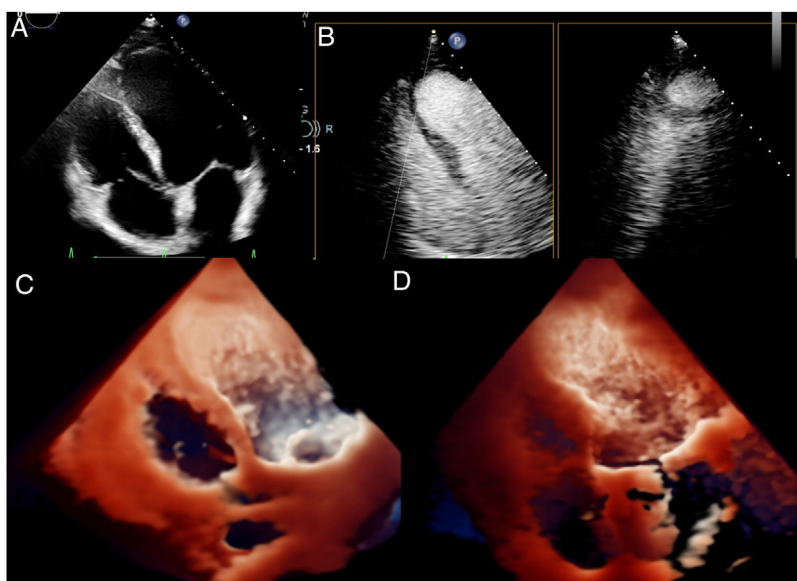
Ecocardiografía transtorácica (ETT). A) ETT-2D 4 cámaras, deficiente visualización de la región apical acinética. B) ETT con ecopotenciador, imagen multiplanar donde se objetivan de forma simultánea planos ortogonales sobre la región del probable trombo, evidenciándose un relleno completo de la cavidad (ausencia de trombo) con ecopotenciador. C) ETT tridimensional en tiempo real "photo-realistic rendering". Fuente de luz hacia la región basal de ventrículo izquierdo. D) ETT tridimensional en tiempo real "photo-realistic rendering". Fuente de luz hacia la región apical de ventrículo izquierdo. Ausencia de trombo.
